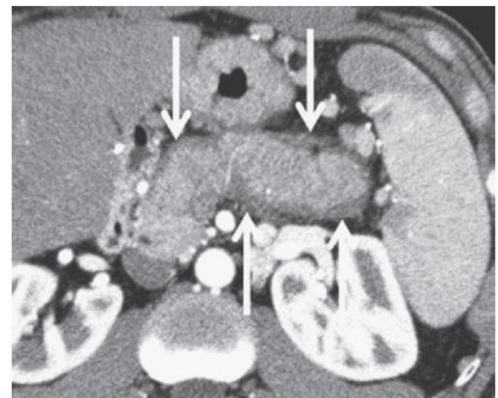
ダイナミックCT 膵実質相。膵はびまん性に腫大しており、実質の増強効果は不均一に低下している。辺縁部には帯状の低吸収域(→)がみられ、被膜様構造(capsule-like rim)と考えられる。
